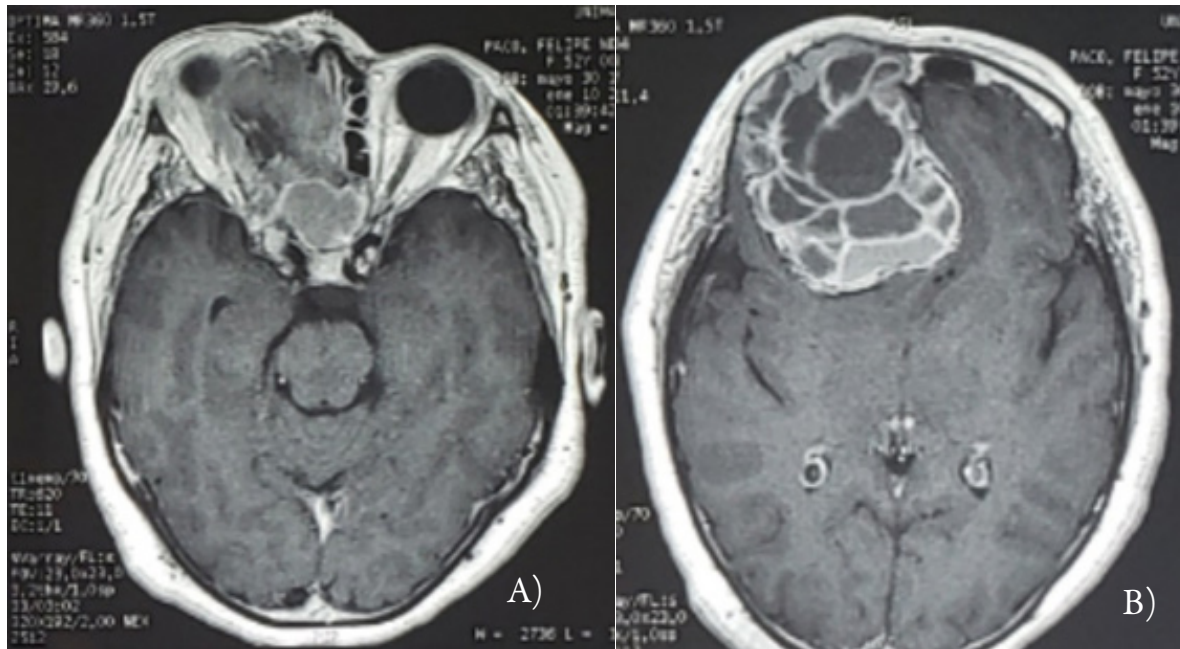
A) Imagen por Resonancia Magnética donde se evidencia compromiso del nervio óptico e invasión a seno etmoidal del hueso frontal. B) Imagen de Resonancia Magnética típica de “vidrio esmerilado”
